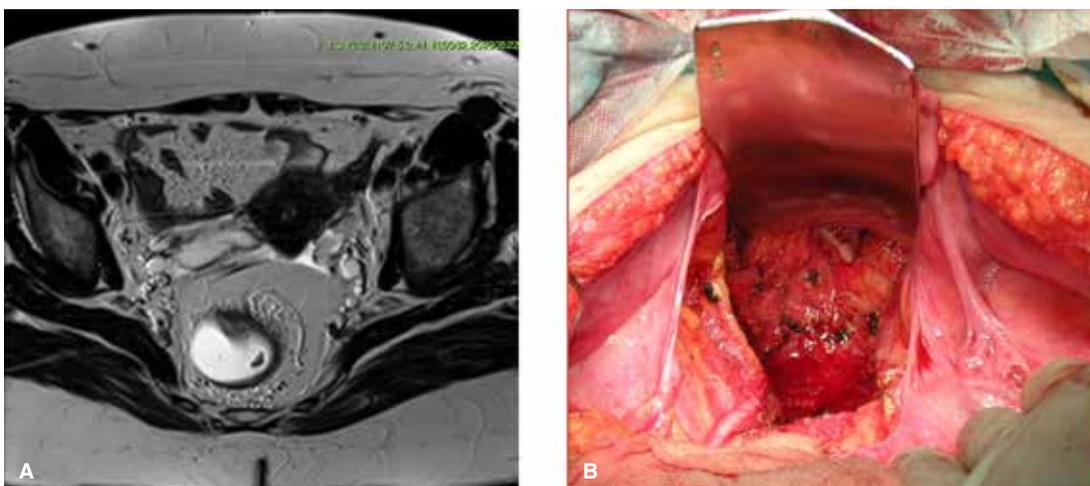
En A se observa corte axial de resonancia magnética que muestra el recto con el mesorrecto que lo rodea. En B se observa la pelvis vacía luego de una resección total del mesorrecto, observándose que las paredes laterales y posterior son los sitios remanentes más cercanos al tumor o donde se produce el drenaje linfático residual que pueden dar lugar a la recurrencia.
